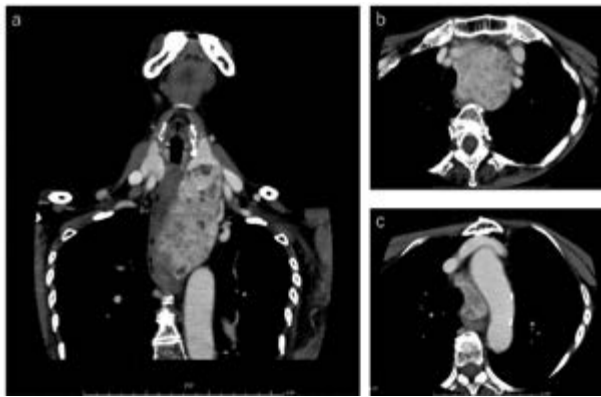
造影CT (a: 前額断, b: 軸位断 胸郭入口部のレベル, c: 軸位断 大動脈弓のレベル)：甲状腺左葉中部から大動脈弓にまで達する縦隔内に伸展する内部不均一な腫瘤影。頭尾側方向に最大径102mm。気管・食道の右方への圧排あり。腫瘍は食道, 左総頸動脈, 左鎖骨下動脈, 腕頭動脈, 大動脈弓と接しているが, 明らかな浸潤を認めず。周囲リンパ節腫脹も認めず。
